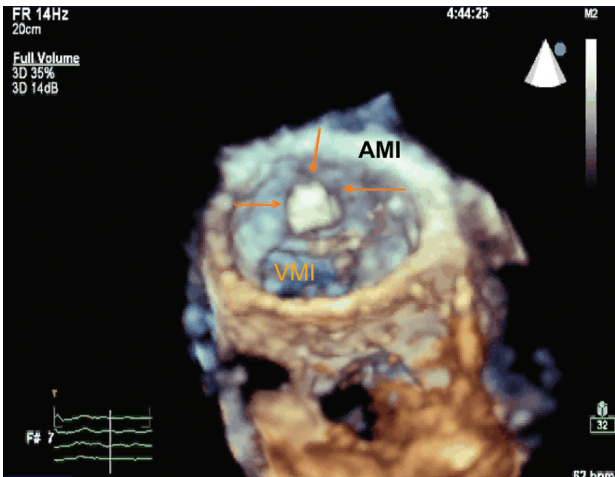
Imagem de vegetação (setas) aderida à válvula mitral em paciente portador de endocardite infecciosa, evidenciada em ecocardiograma transtorácico em tempo real a partir da visualização ventricular esquerda. VMI: válvula mitral; AMI: anel valvar mitral.
